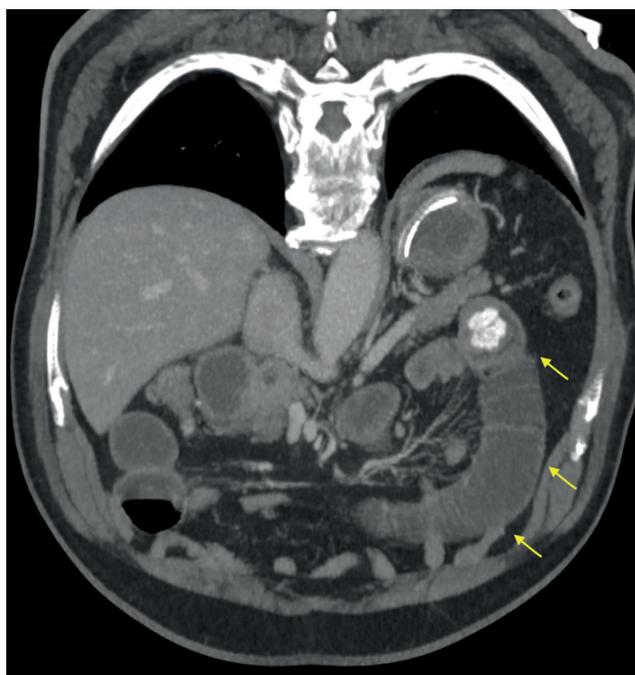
TC de abdomen y pelvis. Se observa contenido de densidad cálcica (flecha) al interior de asa intestinal, el cual corresponde a un prominente cálculo que determina la obstrucción
